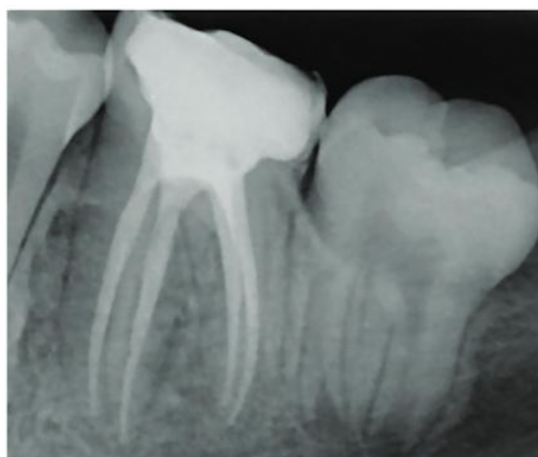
Radiographie finale d'un traitement endodontique sur une molaire mandibulaire gauche (36) (Devillard et al., 2021).
